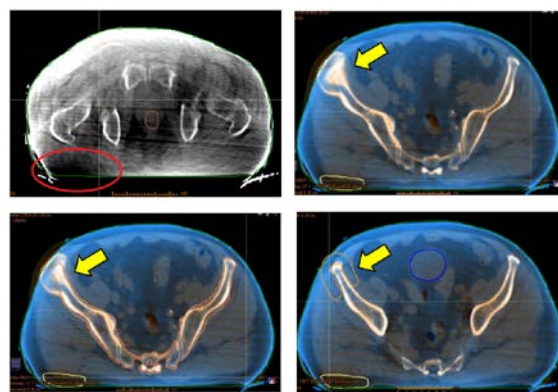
CBCT 画像と DIR の実施例
